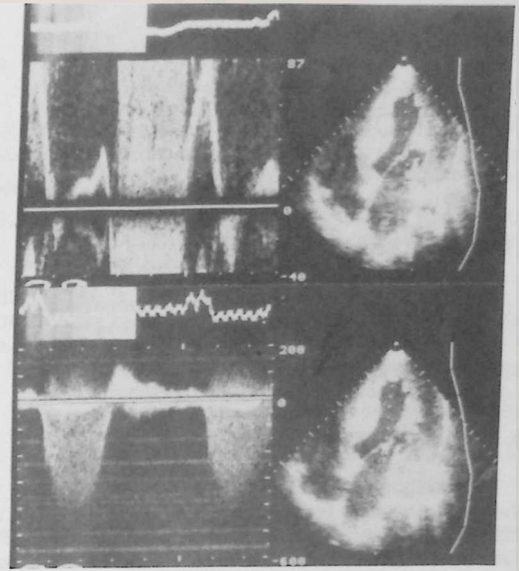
= Doppler pulsado (sup.) y continuo (inf.). Apareciéndose la regurgitación mitral.
